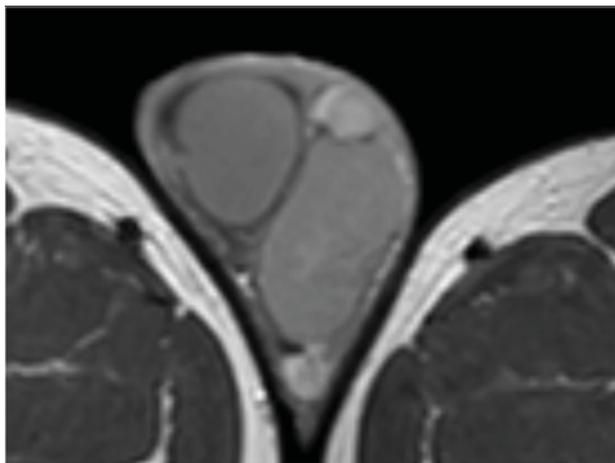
МР-томография малого таза.
